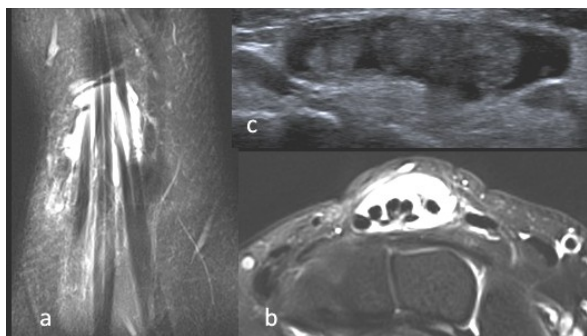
Ténosynovite des tendons extenseurs communs des doigts sur une coupe coronale (a) et axiale (b) en IRM et en échographie (c).
